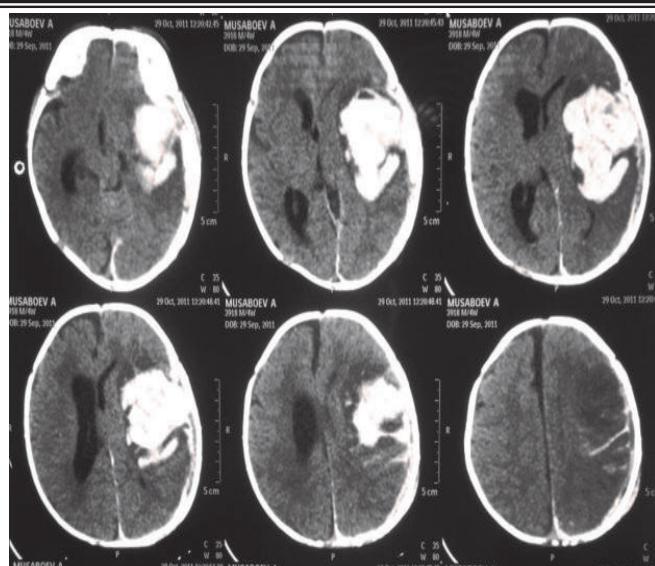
КТ головного мозга ребенка 1,5 мес.: паренхиматозное кровоизлияние левого полушария.
